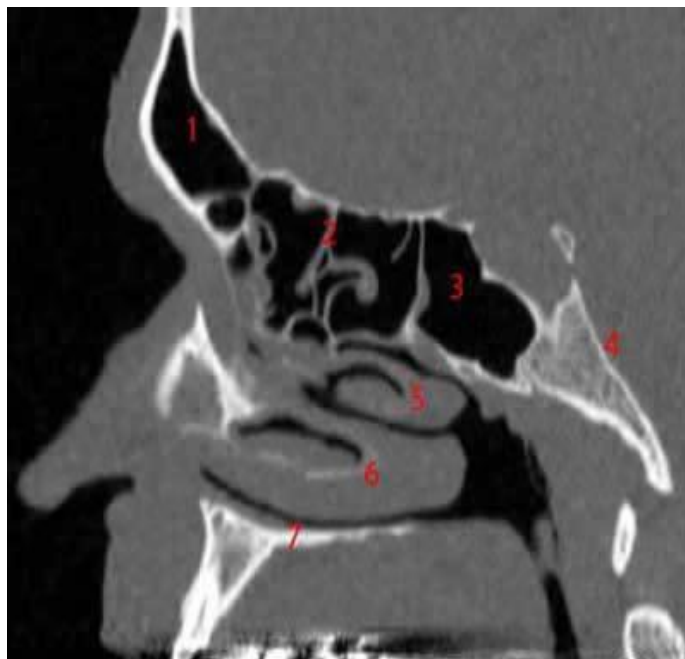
TDM en coupe sagittale passant par le sinus de la base du crâne : 1. Sinus frontal, 2. Cellules ethmoïdales, 3. Sinus sphénoïdal, 4. Os sphénoïdal, 5. Cornet moyen, 6. Cornet inférieur, 7. Palais osseux [4].
